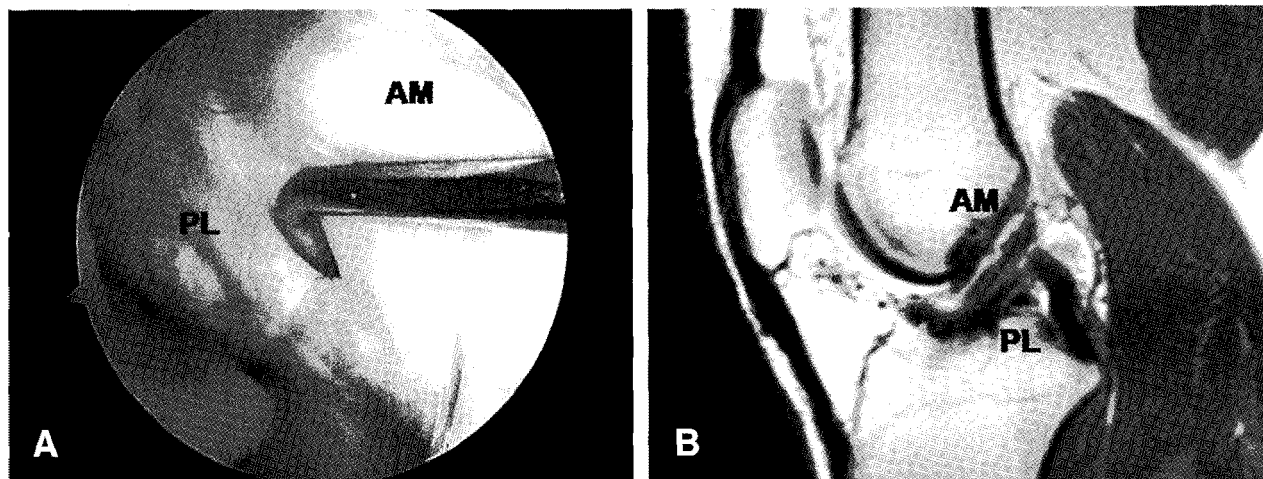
The arthroscopic finding showed well-synovialized and apparent tensioned ACL graft (A). Follow-up MRI finding revealed well-visualized different bundles and low-intensity signals (B).
